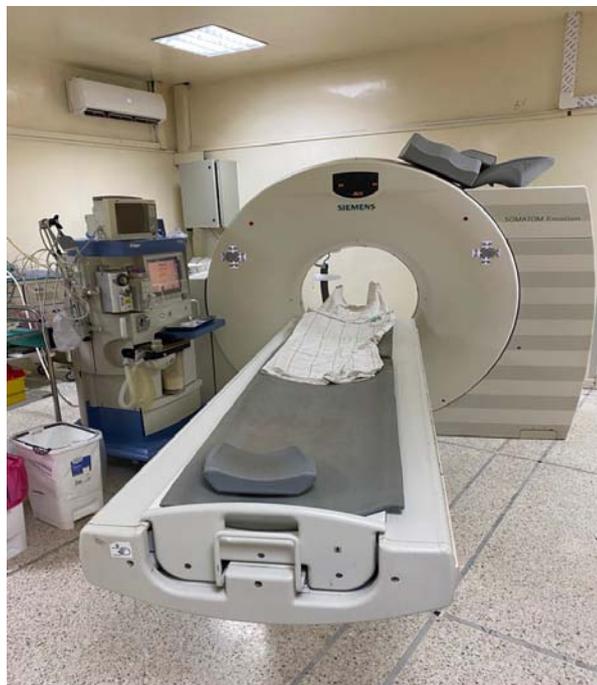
Salle de TDM – HME
